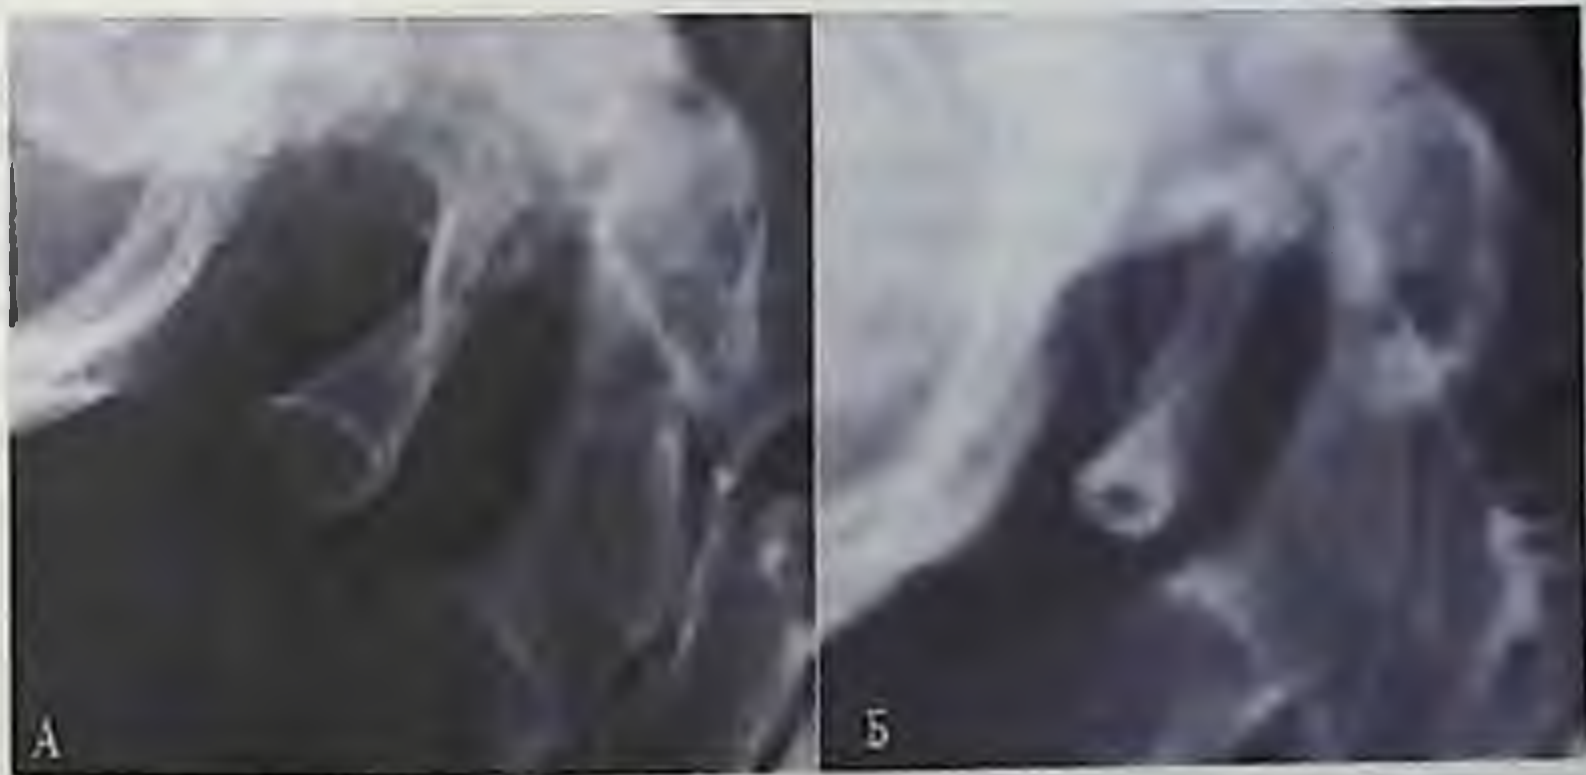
Рентгенография в боковой проекции. Краниовертебральный отдел. А – односторонняя задняя незамкнутая аномалия Киммерле. Б – двухсторонняя задняя замкнутая аномалия Киммерле.
